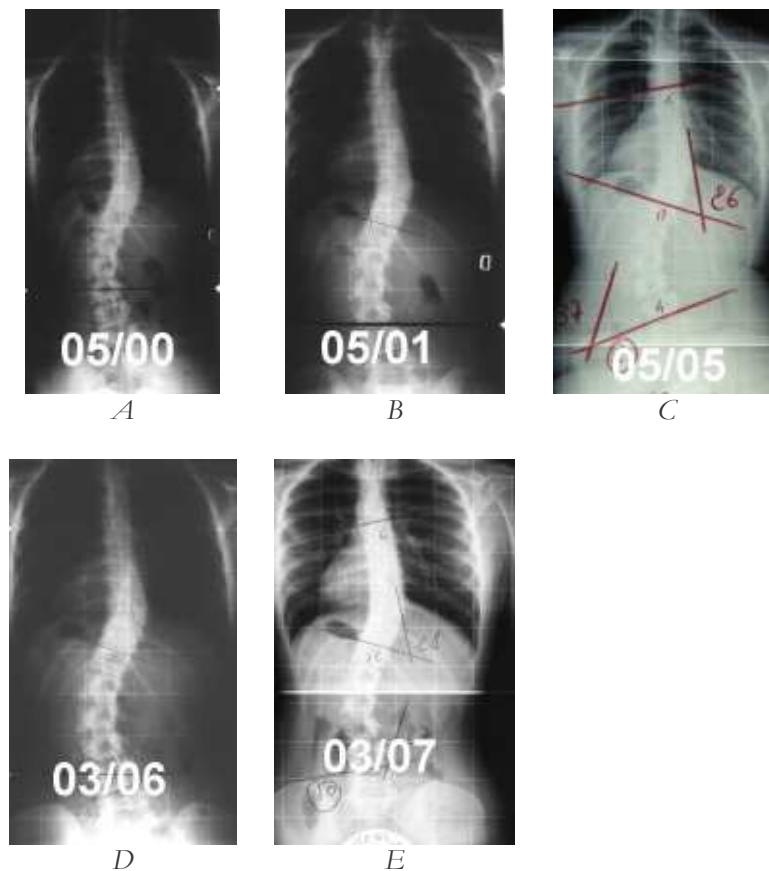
Storia del caso di Anna. In ciascuna radiografia sono segnati il mese e l'anno, mentre i gradi di Cobb sono riportati nel testo.
